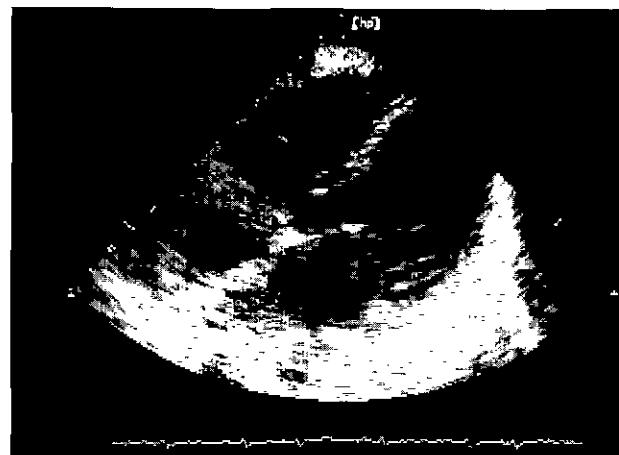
Postoperative trans-thoracic echocardiography showed corrected atrial septum
